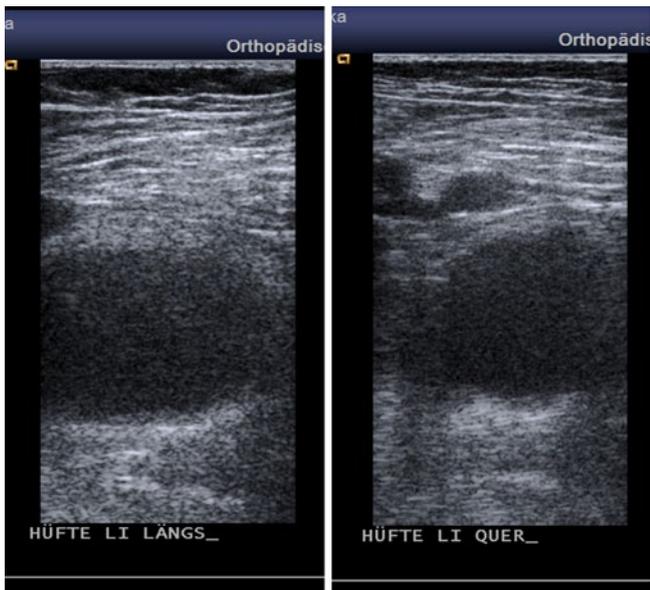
◀ Sonographische Darstellung des linken Hüftgelenks (längs und quer) mit Ergussbildung
